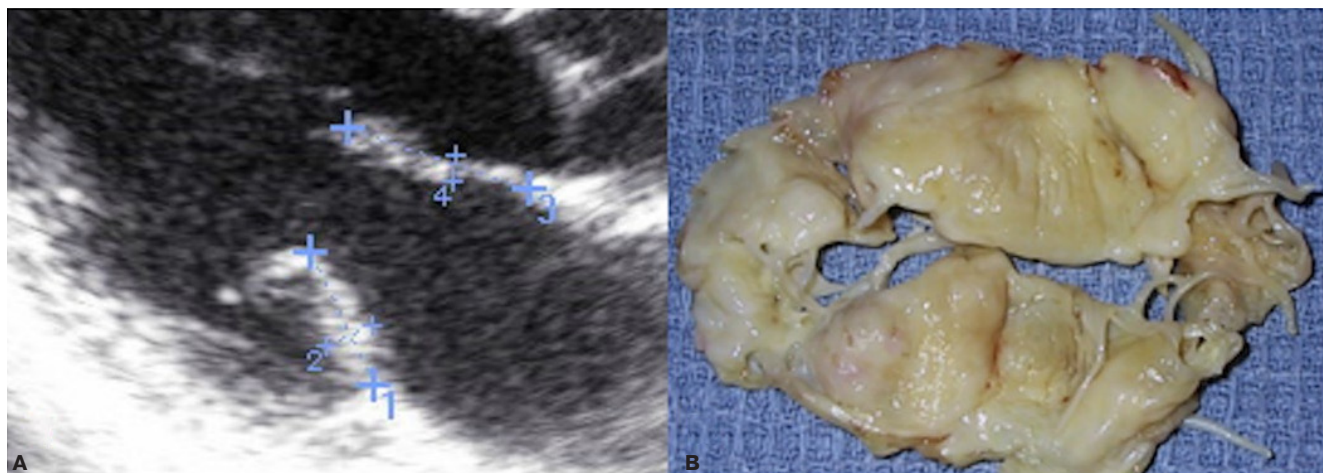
А — пример измерения длины и толщины створок МК при проведении дооперационной эхокардиографии. В — иссеченные в ходе оперативного вмешательства створки МК с признаками миксоматозной дегенерации.
